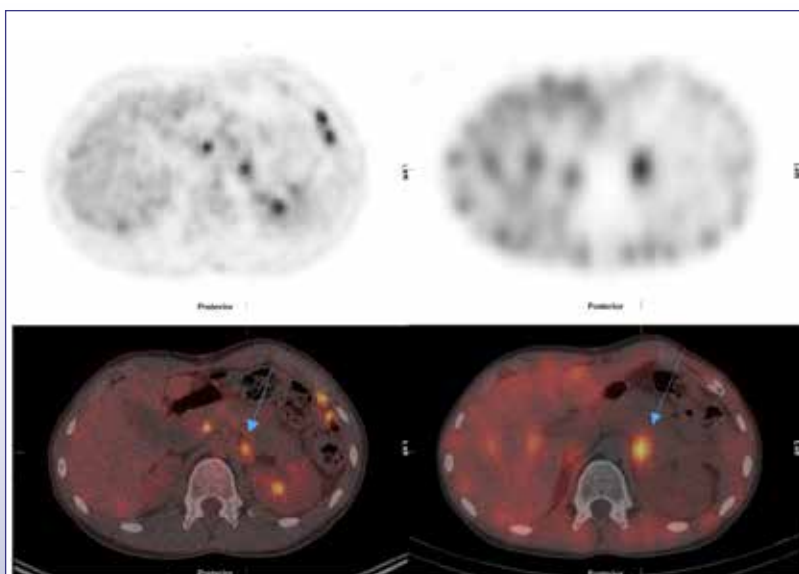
Enlarged left adrenal with moderate FDG uptake (left) and moderate <sup>123</sup>I-mIBG uptake (right).
